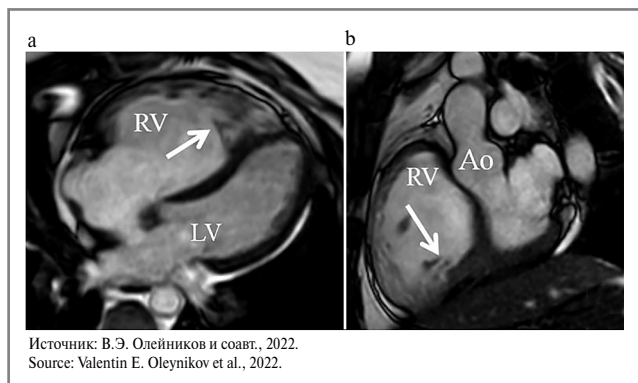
а – МРТ сердца, четырехкамерная проекция. Стрелка – граница некомпактного миокарда в апикальном отделе ПЖ; б – МРТ сердца, проекция выводного тракта ЛЖ. Стрелка – граница некомпактного миокарда в базальных отделах ПЖ.
